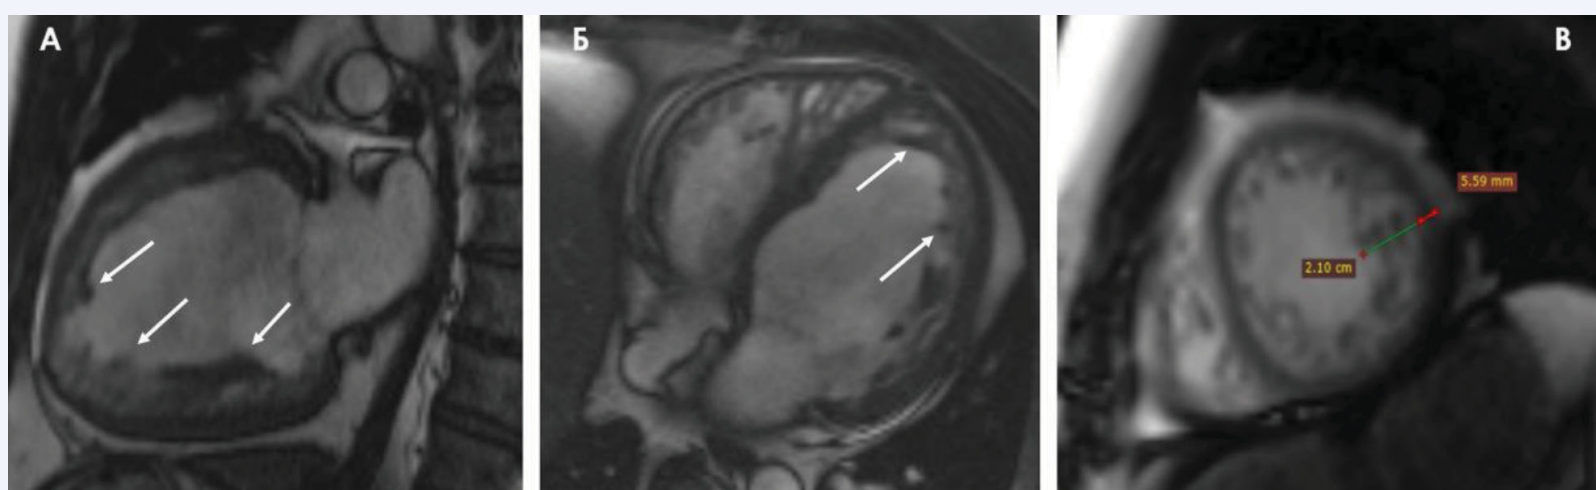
Данные МРТ в двухкамерной позиции (А), четырехкамерной позиции по длинной оси (Б), в сечении по короткой оси (В). Бесконтрастное изображение подвижного миокарда (SSFP) в режиме «белой крови» в фазу диастолы (22.07.2021 г.)
